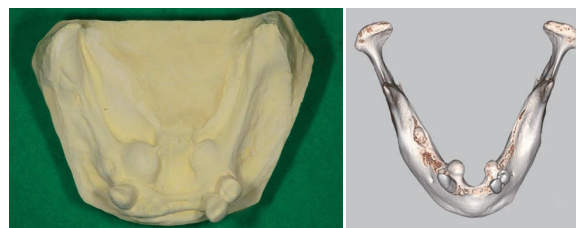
下顎隆起を切除する直前の研究用模型，および CT 検査画像
